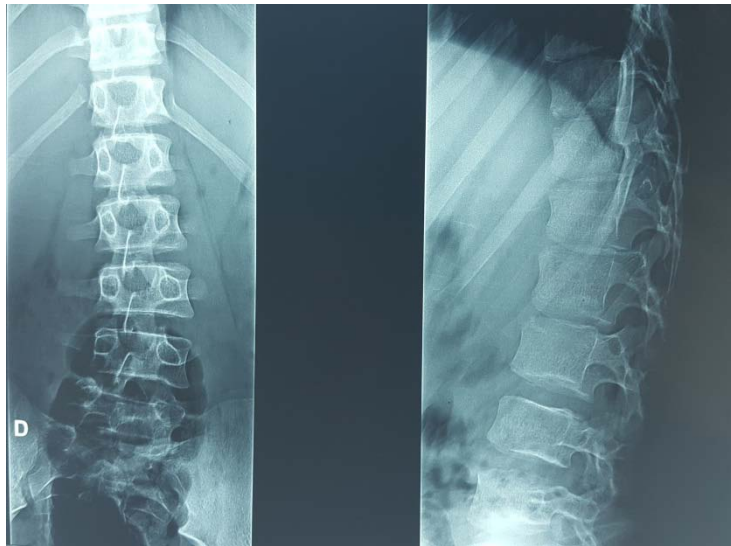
Radiographie standard : inclinaison droite du rachis lombaire
